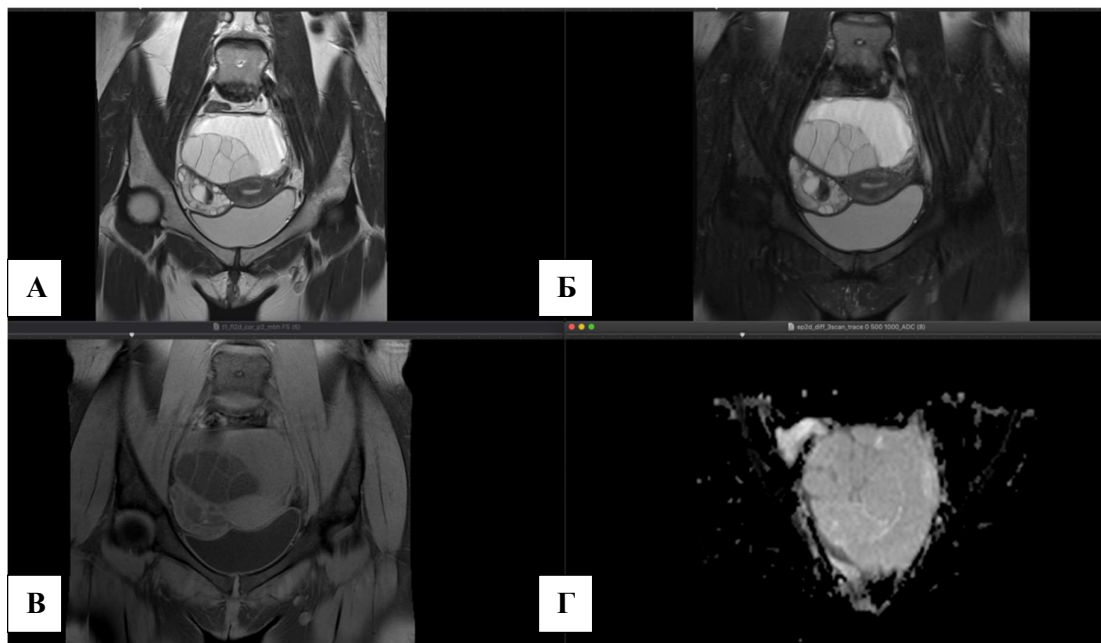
МР-томограммы. Муцинозная цистаденома яичника. А) T2 ВИ, корональная плоскость; Б) T2 FS, корональная плоскость; В) T1 FS ВИ корональная плоскость Г) ADC-карта. В полости малого таза определяется многокамерное образование, в крупной камере дифференцируется высокобелковое содержимое.
